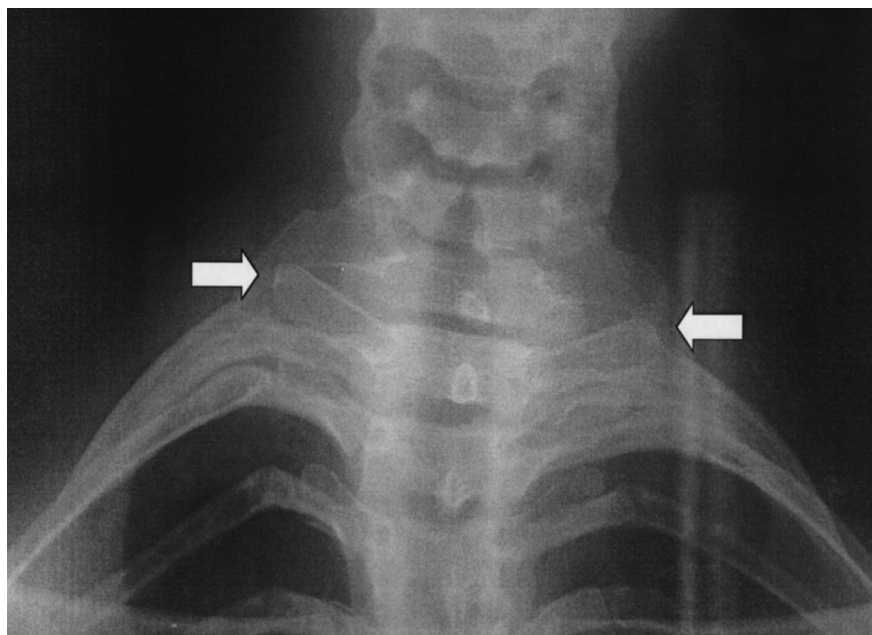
Reperto radiografico di mega-apofisi traversa.*
